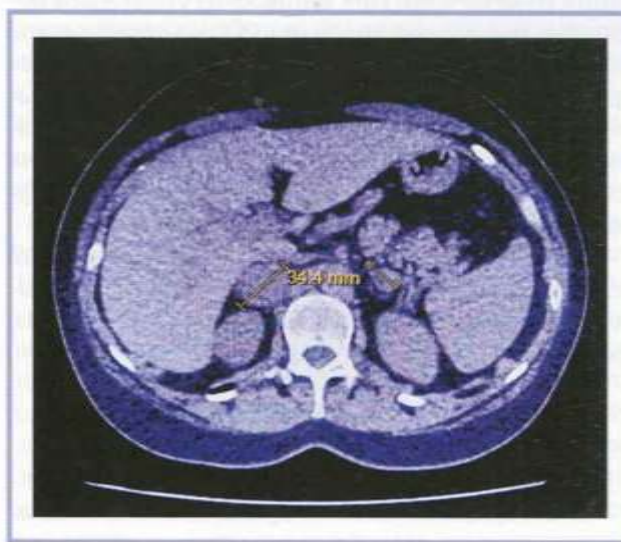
Компьютерная томограмма органов живота, аксиальная реконструкция.
